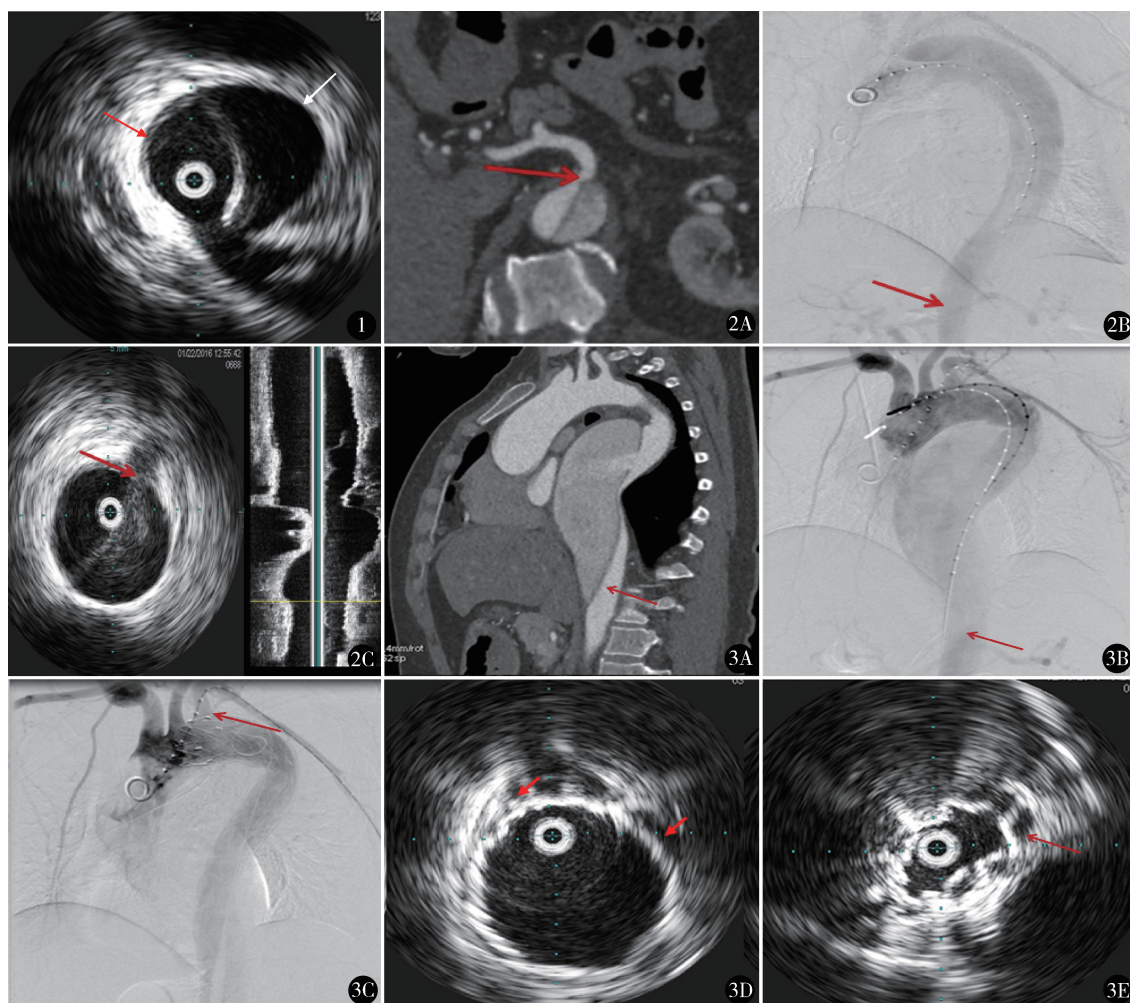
主动脉夹层 IVUS 影像,真腔主动脉管壁三层膜结构清晰(红箭头),假腔主动脉管壁无分层结构(白箭头) 图2 男,47岁,胸背痛15天,CTA(A)显示内膜片累及腹腔干(红箭头),DSA(B)无法明确显示腹腔干受累(红箭头),IVUS(C)显示内膜片累及腹腔干,假腔内血流缓慢(红箭头) 图3 男,55岁,胸痛2个月,CTA(A)示主动脉夹层 Stanford B 型,破口位于降主动脉,真腔受压变窄,假腔扩张;支架植入前 DSA(B)示锚定区良好;支架植入术后即刻 DSA(C)示支架部分遮挡左侧锁骨下动脉,近端破口隔绝成功,无内漏;支架植入术后即刻 IVUS(D)显示支架近端锚定区 11 点~4 点位支架贴壁不良,少量 I a 型内漏(红箭头),因不产生血流动力学意义故未处理;支架植入术后即刻 IVUS(E)显示支架远端 1 点~6 点位支架贴壁不良,少量 I b 型内漏(红箭头),经球囊后扩张后消失
